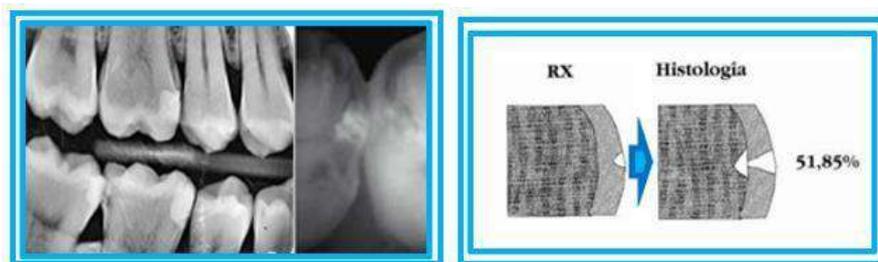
Comparativa como se observa caries en método no ionizante con luz y en radiografía.
